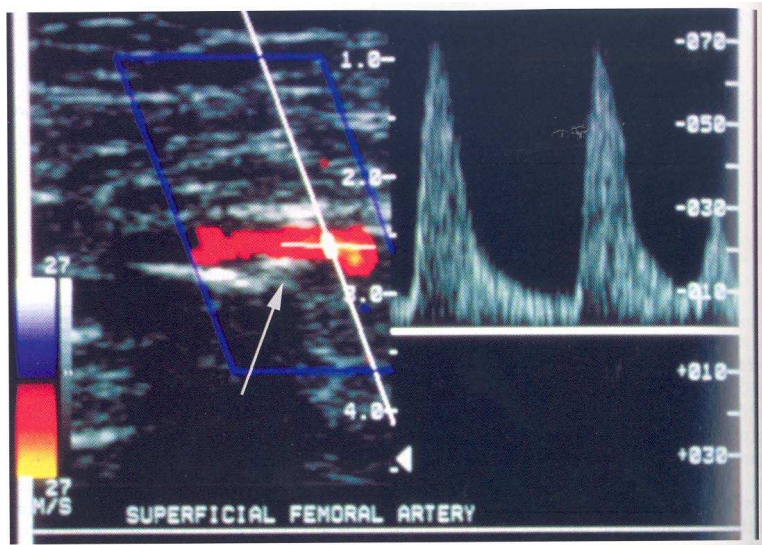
Exemple d’image échographique duplex d’une sténose d’artère fémorale. L’image mode-B de l’artère et des tissus environnants est affichée dans la partie gauche de l’image en niveau de gris. Les vitesses calculées en Doppler sont encodées selon une échelle de couleur ; le sang en mouvement, affiché selon cette échelle, est superposé à l’image mode-B. Le spectre Doppler est affiché dans la section droite de l’image. D’après (Zwiebel et Pellerito, 2005).
